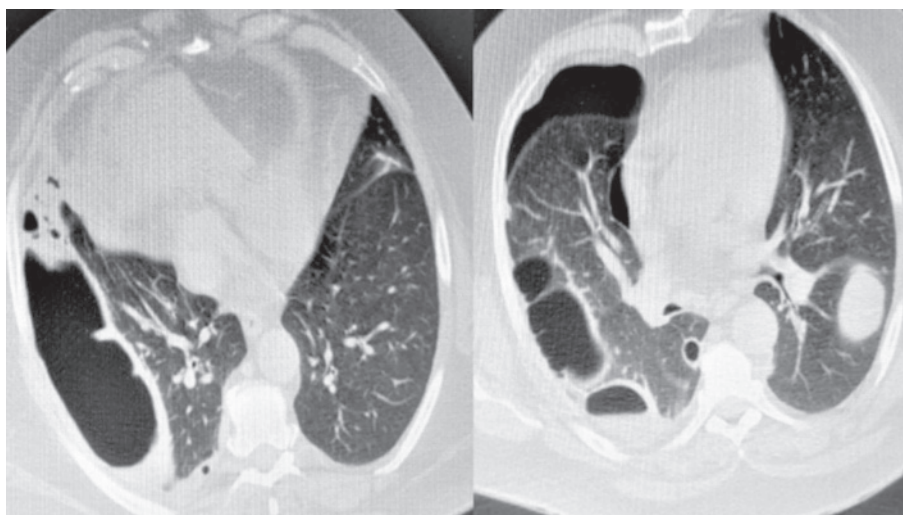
КТ ОГП при поступленні (легеня частково колабована, в плевральній порожнині справа — рівень рідини)
